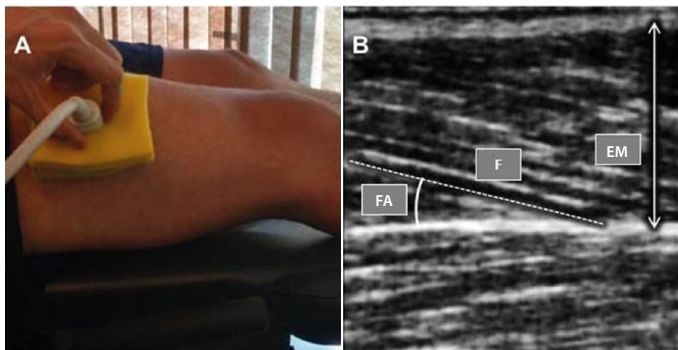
Imagem de ultrassom do músculo vasto lateral. A imagem à esquerda mostra o local de aquisição das imagens de ultrassonografia. A imagem à direita mostra um exemplo de imagem obtida. A linha tracejada representa um fascículo (F), a linha com setas (EM) representa a espessura muscular, e o ângulo representa o ângulo do fascículo (AF).
